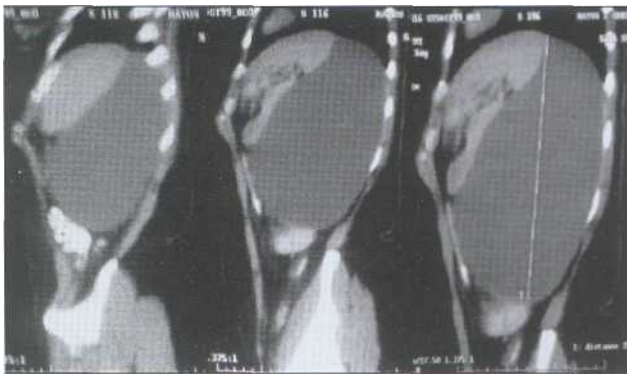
Serie de TAC de cortes sagitales del quiste
